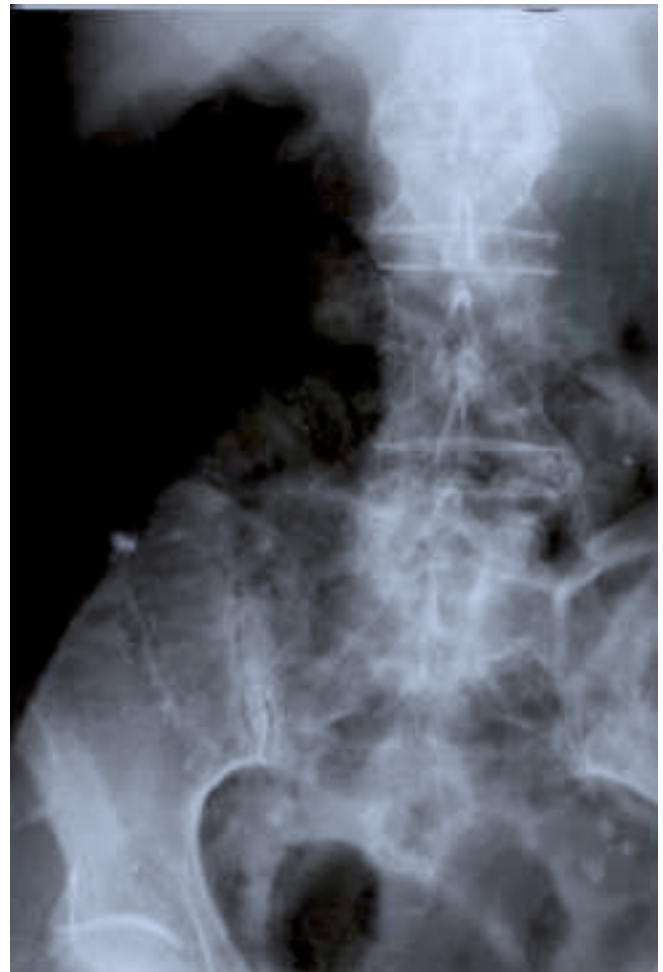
Radiografía simple de abdomen en la que se observan colecciones de aire en forma lineal a lo largo de las paredes del intestino delgado.
